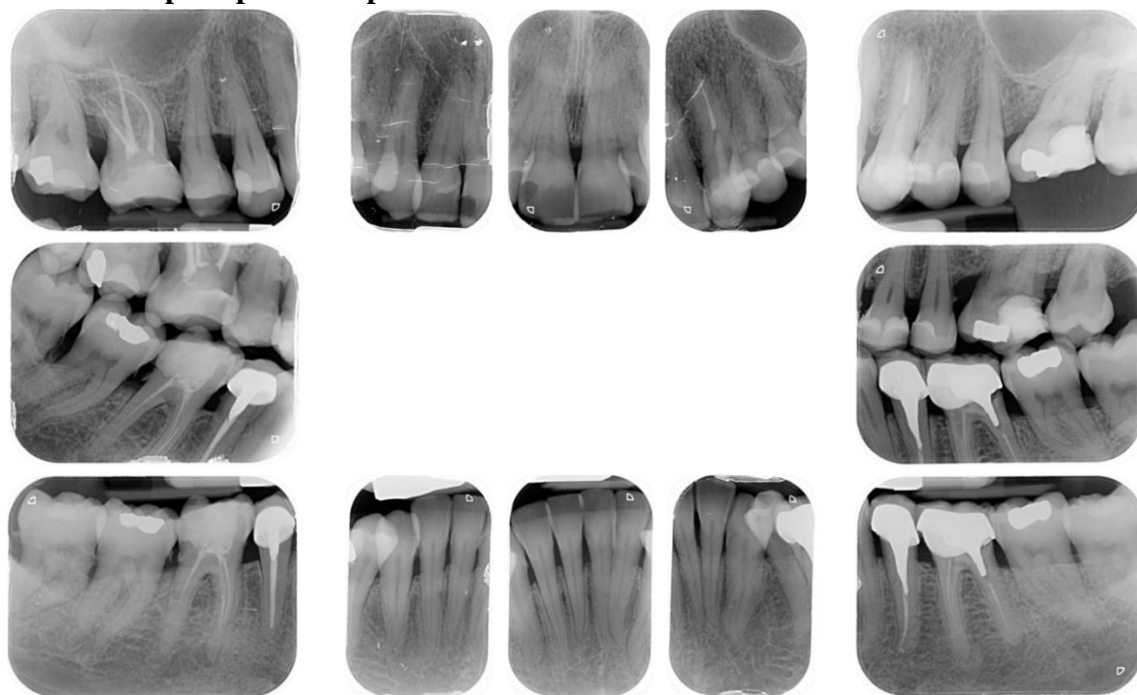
Serie periapical
